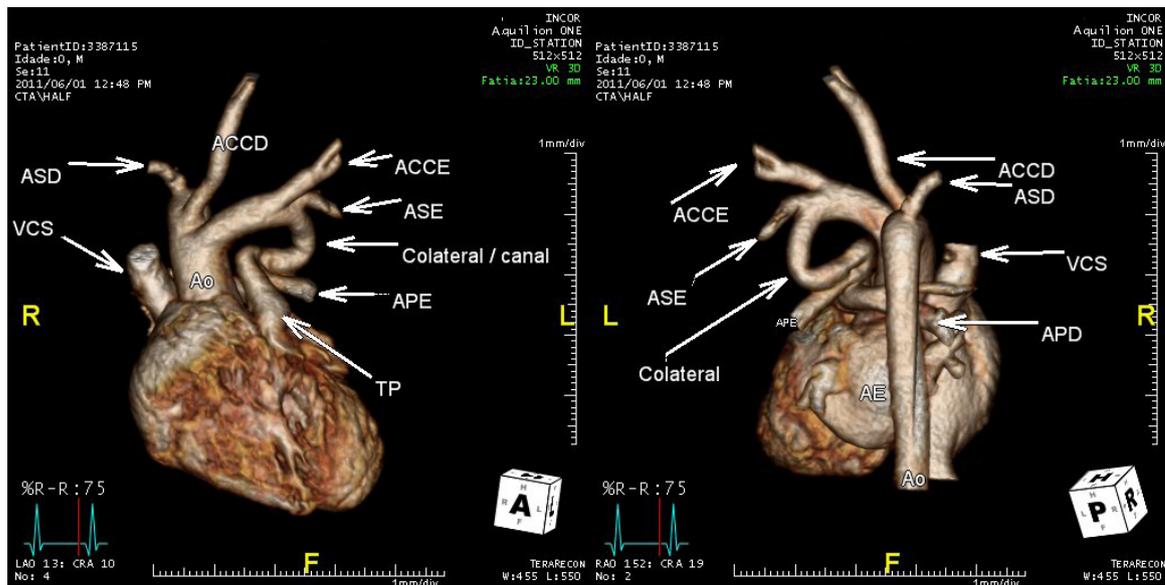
Angiotomografia em posição anterior (A) e posterior (B) mostra o duplo arco aórtico continuando um para a aorta descendente à direita e o outro interrompido mas com continuidade com grande canal arterial e junção com a artéria pulmonar esquerda.
